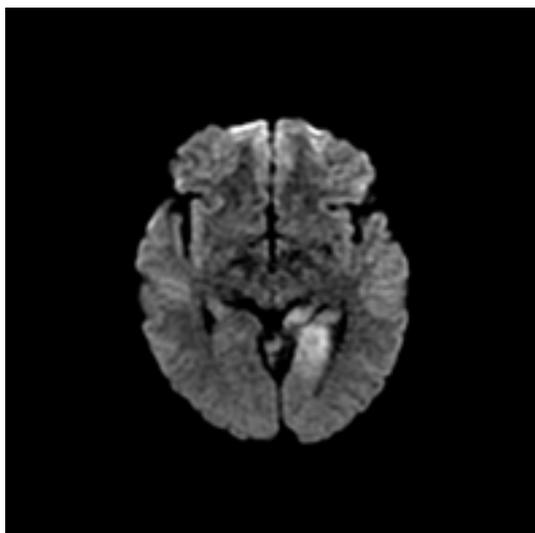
МРТ головного мозга больной Г. Режимы DWI и Flair.
